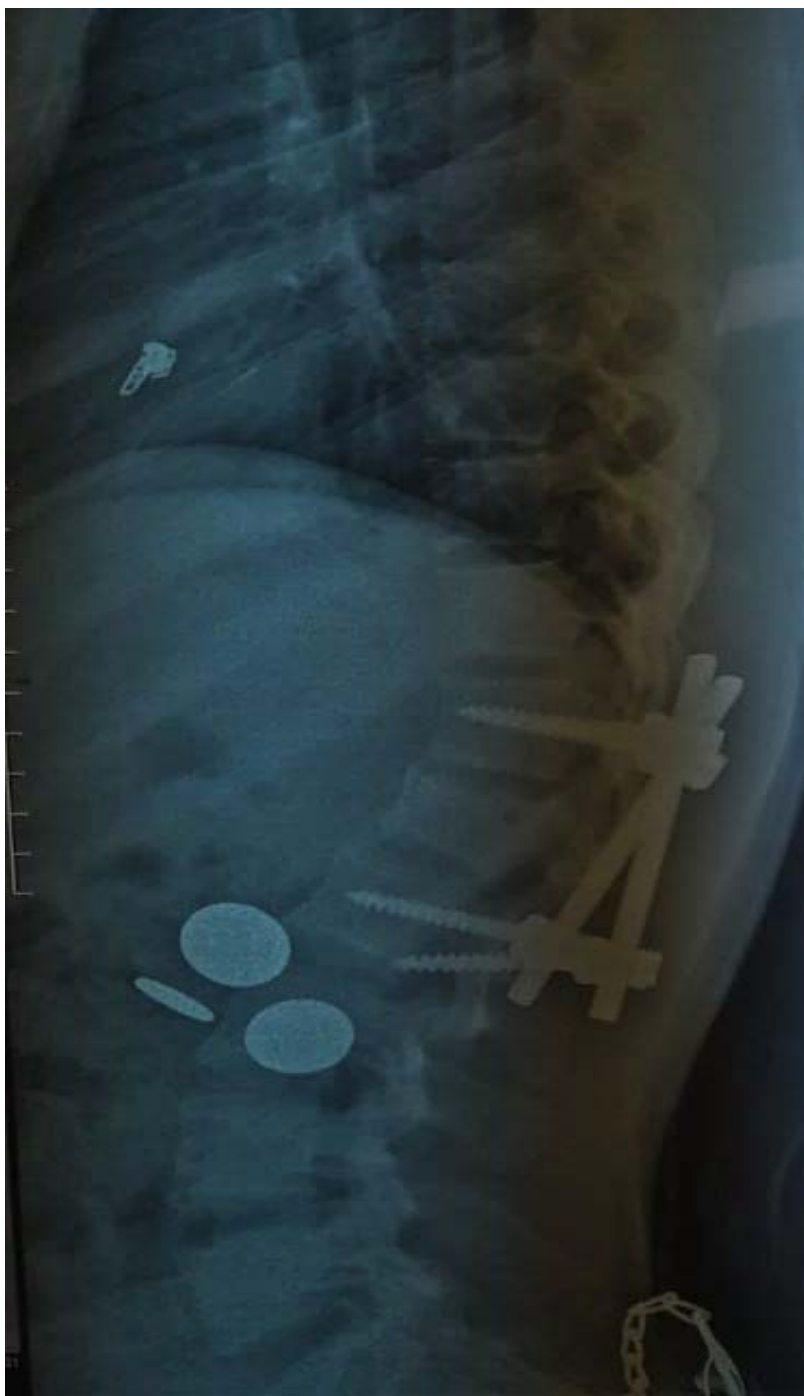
Radiographie standard du rachis dorso lombaire en incidence de profil, montrant un débricolage du matériel d'ostéosynthèse 1 an après l'ostéosynthèse.
